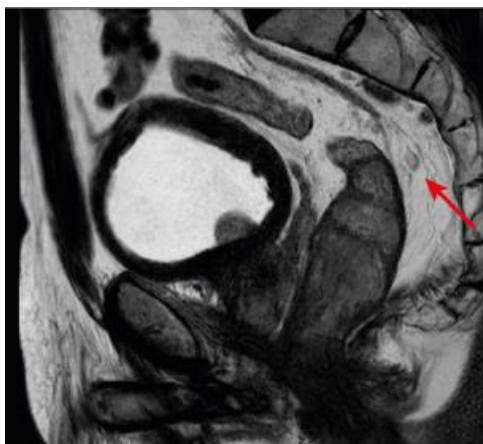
Distribución de los ganglios linfáticos en el mesorrecto. Tomada de Santiago I, Figueiredo N, Parés O, Matos C. MRI of rectal cancer—relevant anatomy and staging key points. *Insights Imaging*. diciembre de 2020;11(1):100.
